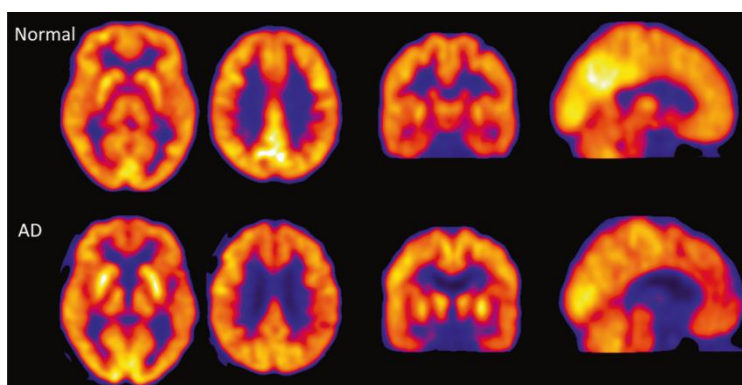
Comparação da captação de ^{18}F -FDG entre um indivíduo normal e um indivíduo com DA em PET. Obtido de 64
